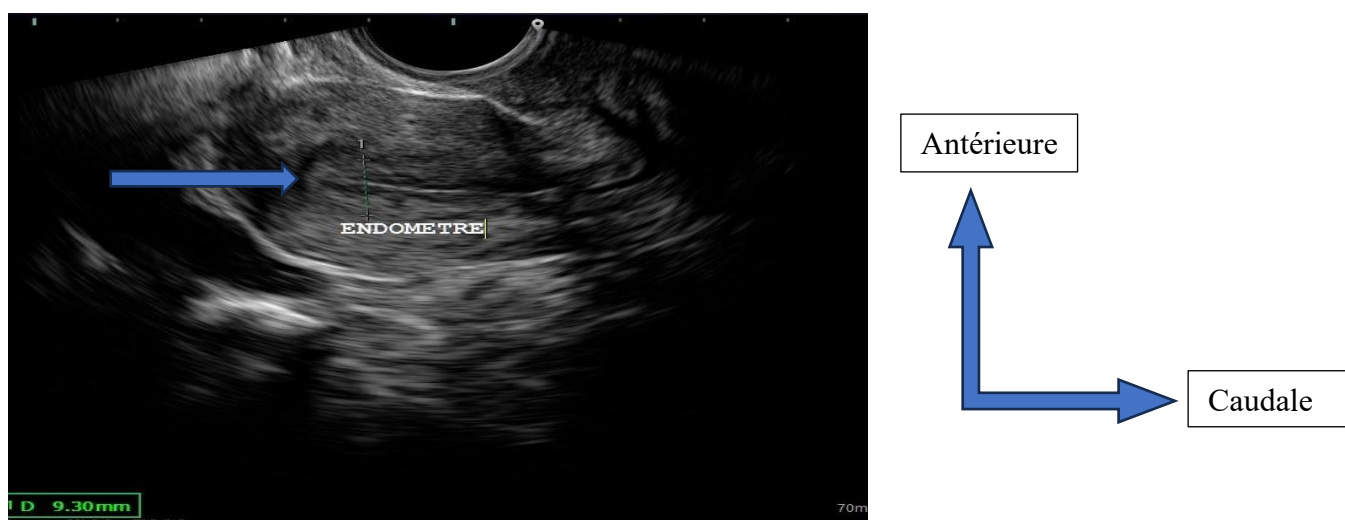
échographie pelvienne par voie endovaginale objectivant en coupe longitudinale un utérus avec un endomètre en grain de café ou un aspect trifolié.
